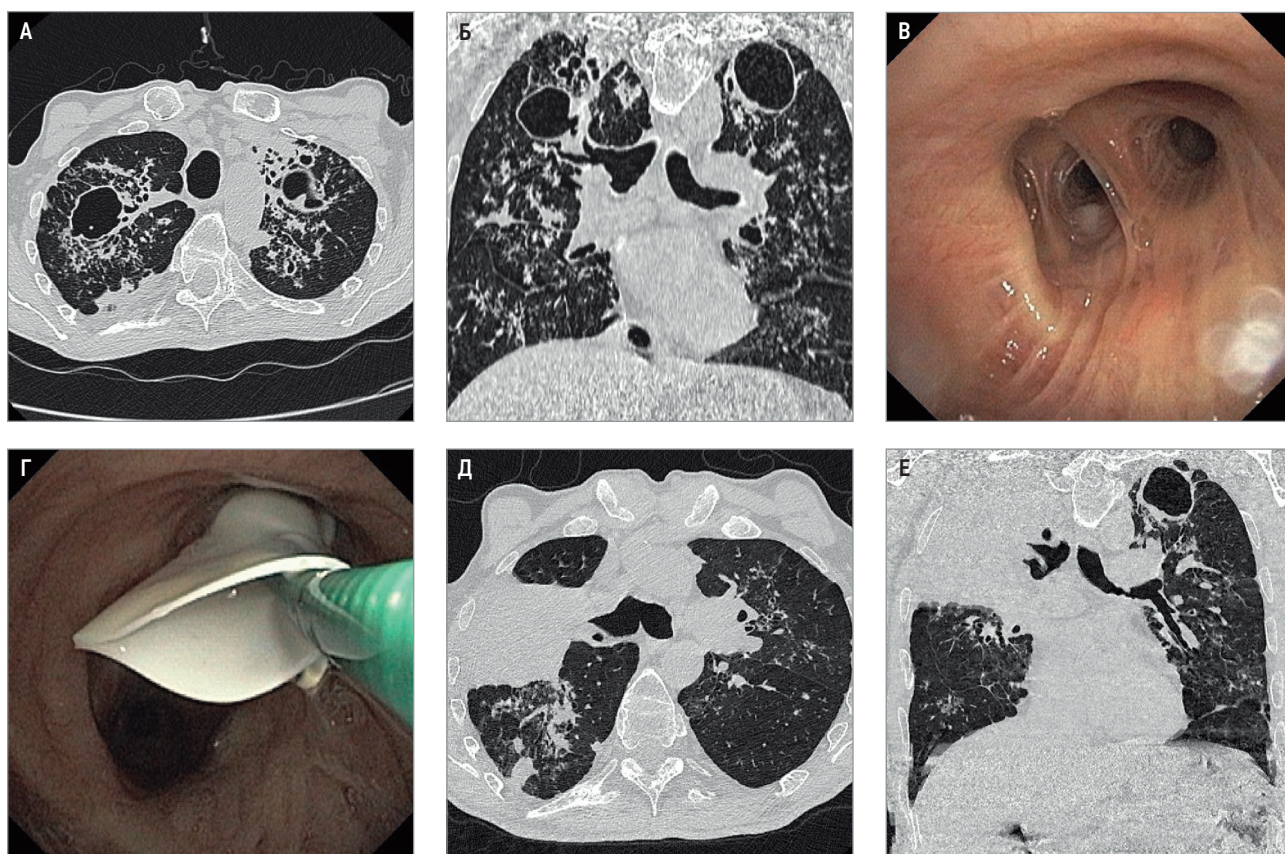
Эндоскопическая редукция объема легкого с помощью эндобронхиального клапана: А, Б – аксиальный срез компьютерной томографии и реконструкция в легочном режиме пациента с распространенным деструктивным туберкулезом обоих легких с широкой лекарственной устойчивостью; В, Г – гибкая видеобронхоскопия с осмотром устья верхнедолевого бронха правого легкого, момент установки эндобронхиального клапана в устье верхнего долевого бронха справа; Д, Е – аксиальный срез компьютерной томографии и реконструкция в легочном режиме того же пациента через 14 суток после установки эндобронхиального клапана в устье верхнего долевого бронха правого легкого
